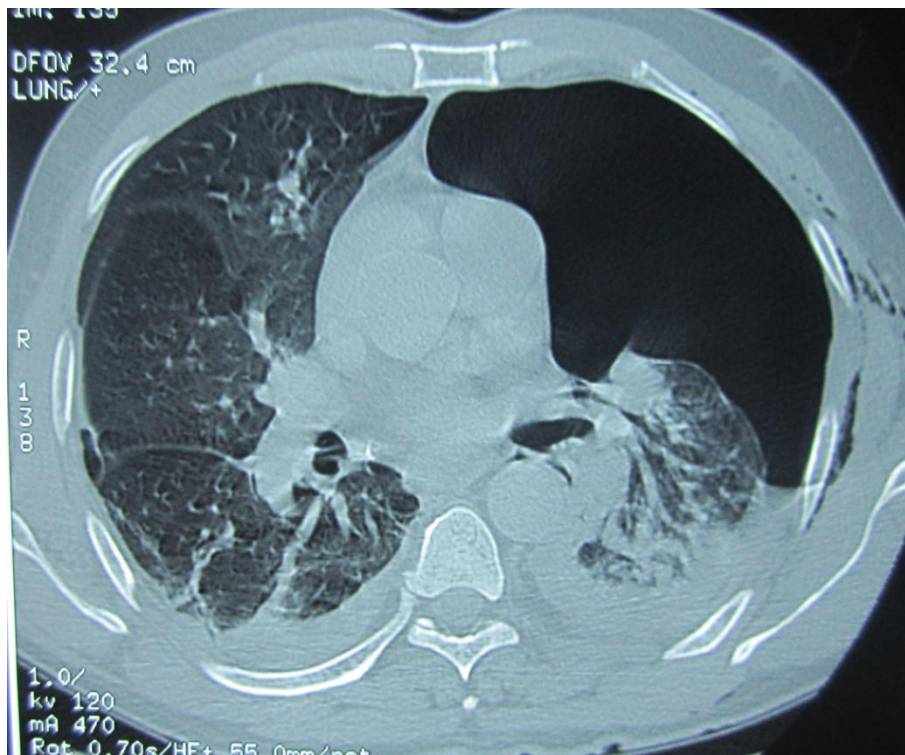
TDM thoracique : Hémopneumothorax gauche
